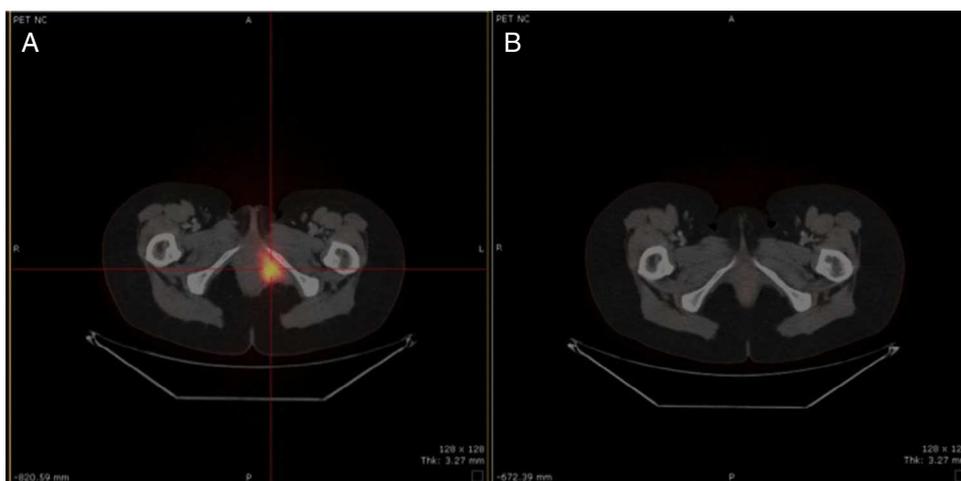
A) PET-TAC de julio de 2010: implante vaginal. B) PET_TAC de agosto de 2013: sin enfermedad.
